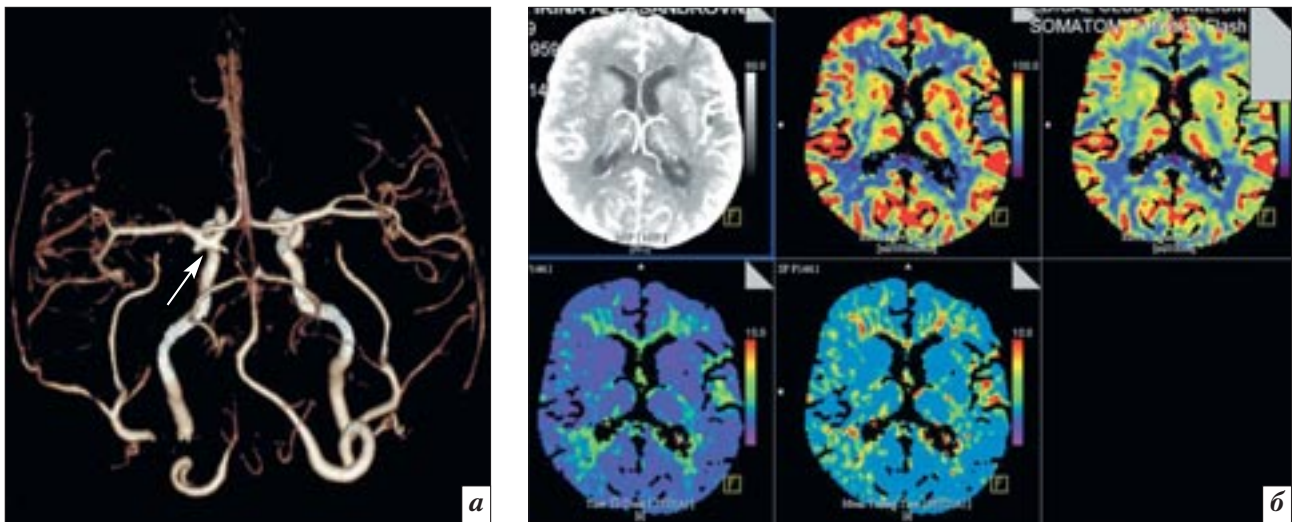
Результаты исследования пациента с мешотчатой аневризмой коммуникантного сегмента правой внутренней сонной артерии, с высотой купола 3 мм: *а* – 3D КТ-ангиография, аневризма указана стрелкой; *б* – при КТ-перфузии показатели CBF, CBV и MTT симметричны в белом и сером веществе обоих полушарий, в пределах нормы.
